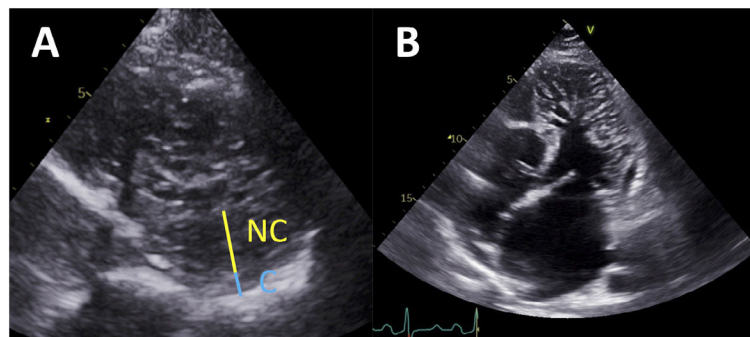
Criterios diagnósticos del miocardio no compactado con ecocardiografía transtorácica. A: medición del grosor de la pared de las capas de miocardio compactado (C) y no compactado (NC) en una proyección del eje corto, al final de la diástole (criterios de Chin) o de la sístole (criterios de Jenni). B: proyección apical de 4 cámaras en la que se observan trabéculas numerosas y prominentes que sobresalen apicalmente del ventrículo izquierdo desde los músculos papilares (criterios de Stöllberger).
